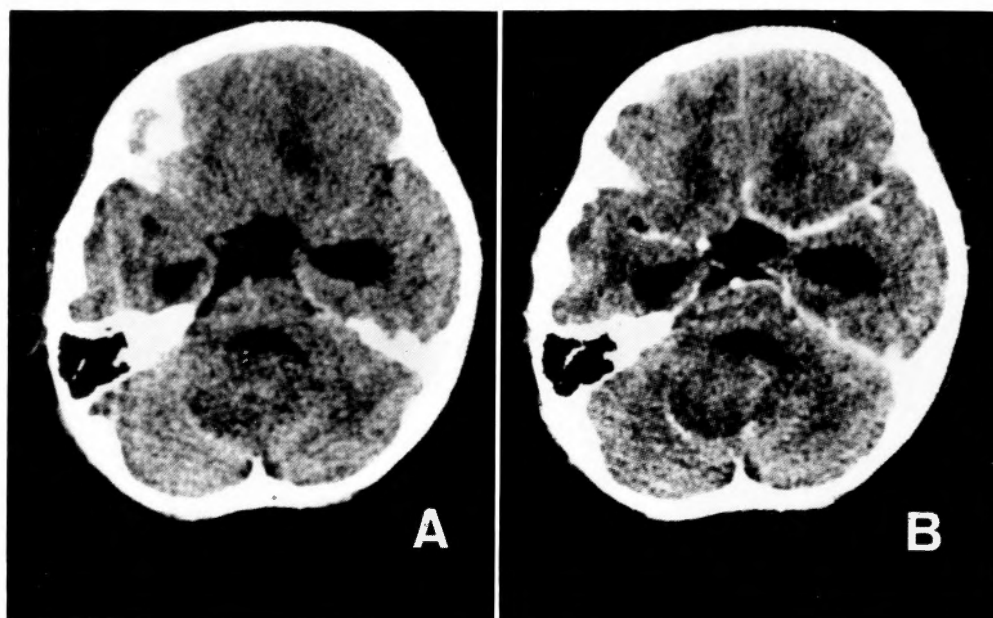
Case 1. Plain(A) and post-contrast(B) CT scan on admission. A mixed isodense and low dense mass is seen in the vermis. The fourth ventricle is displaced forward. Note that the tumor shows no enhancement, a finding which is atypical with medulloblastoma.
